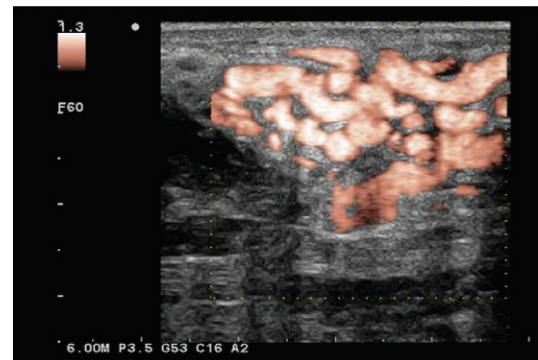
MAV au niveau de l'éminence thénar : nidus en mode Doppler E-Flow.
